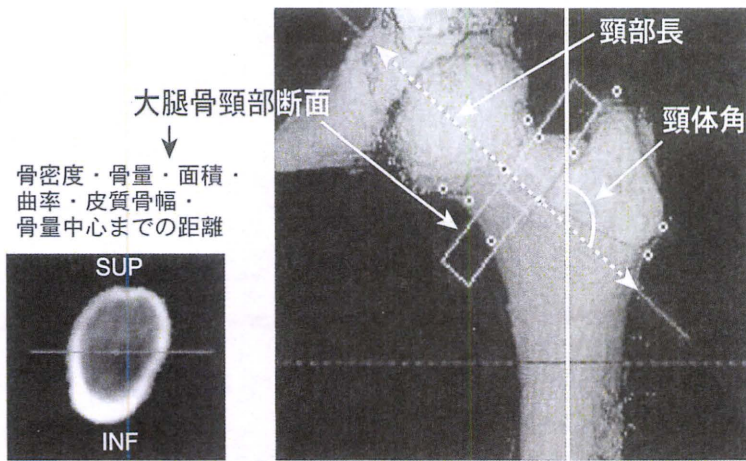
三次元CT画像による大腿骨近位部ジオメトリ評価
